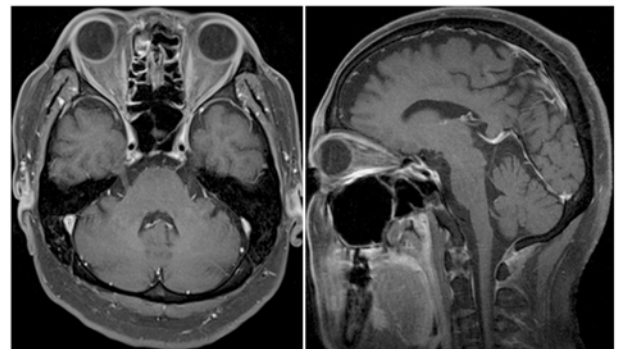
Gd造影MRI (脂肪抑制法併用: 再治療後)
